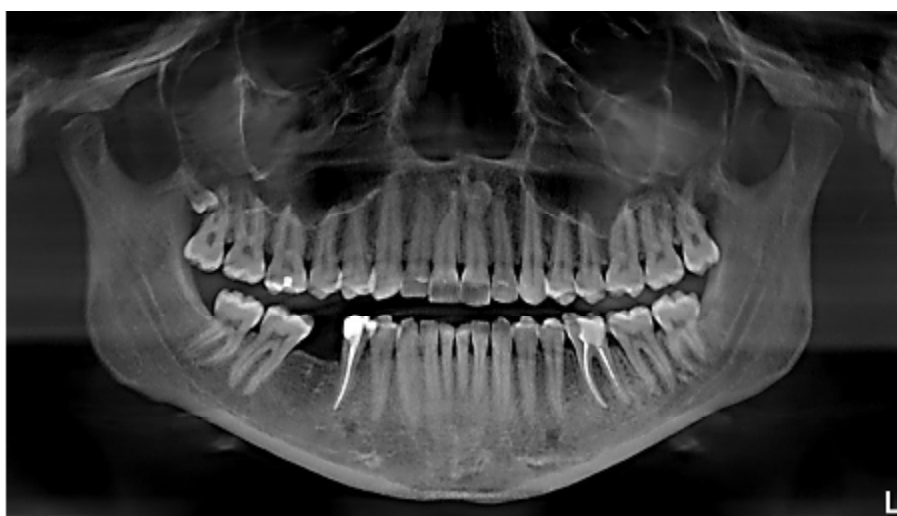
Ортопантомография
